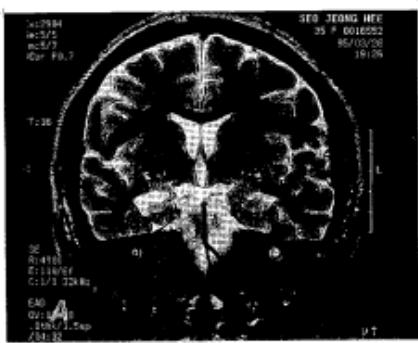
MRI finding of a patient with amygdala atrophy.
